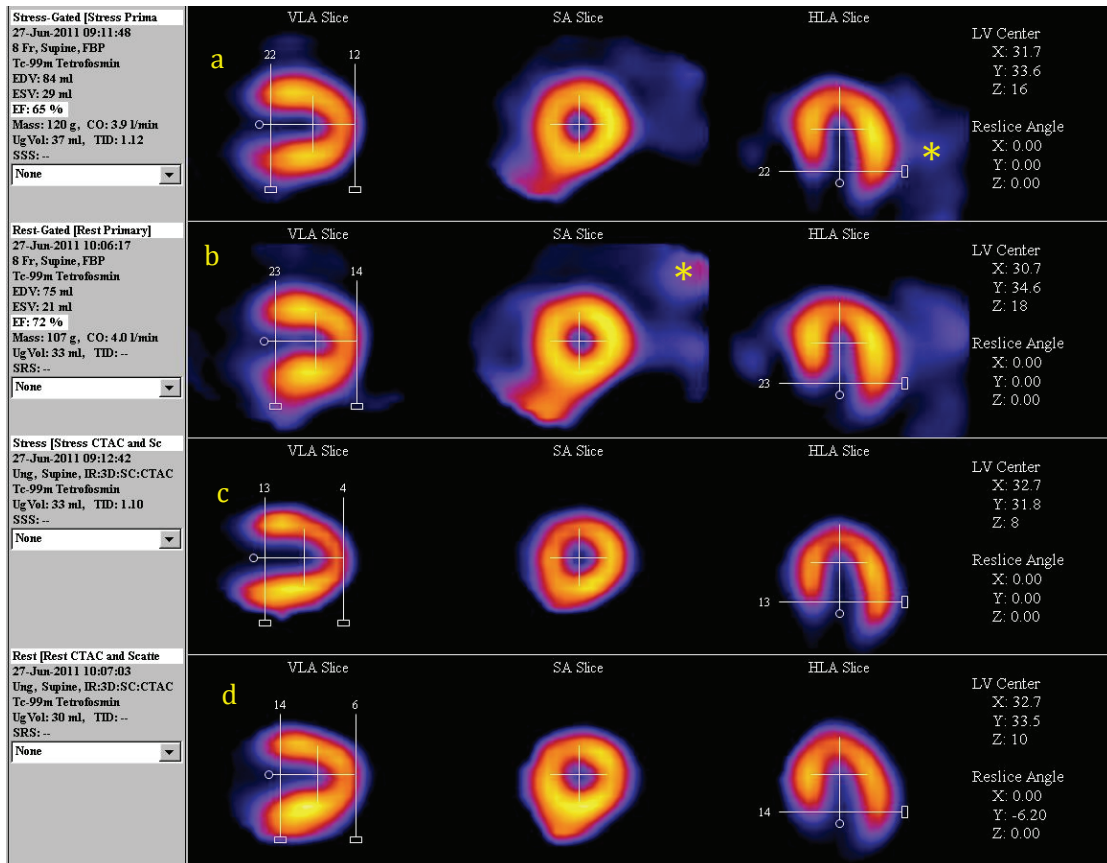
Bildmaterial einer 49-jährigen Patientin mit normaler Perfusionsreserve. Das Reangulationstool der 4DM-SPECT Software der manuellen Korrektur der Herzausrichtung. Abbildung a und b zeigen die Stress- und Rest-Rohdaten in unkorrigierter Form mit Hintergrundaktivität (* exemplarisch). Abbildung c und d zeigen die Herzaufnahme nach Abschwächungskorrektur.
